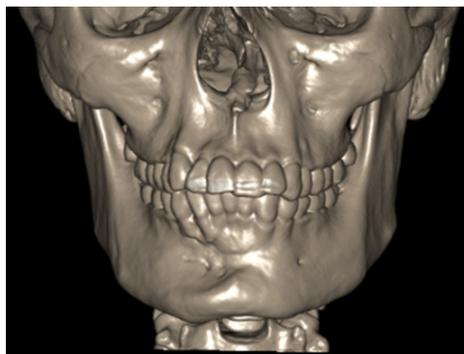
Tomografía de seguimiento postoperatorio
